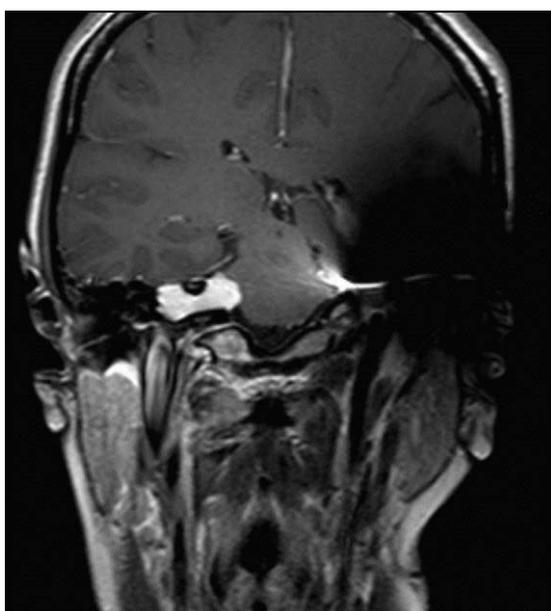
Même patiente, coupe Spin-écho T1 coronale après injection de gadolinium sur une IRM 1,5T passant par le neurinome de l'acoustique droit, à noter l'artefact créé par l'implant cochléaire en temporal gauche.
